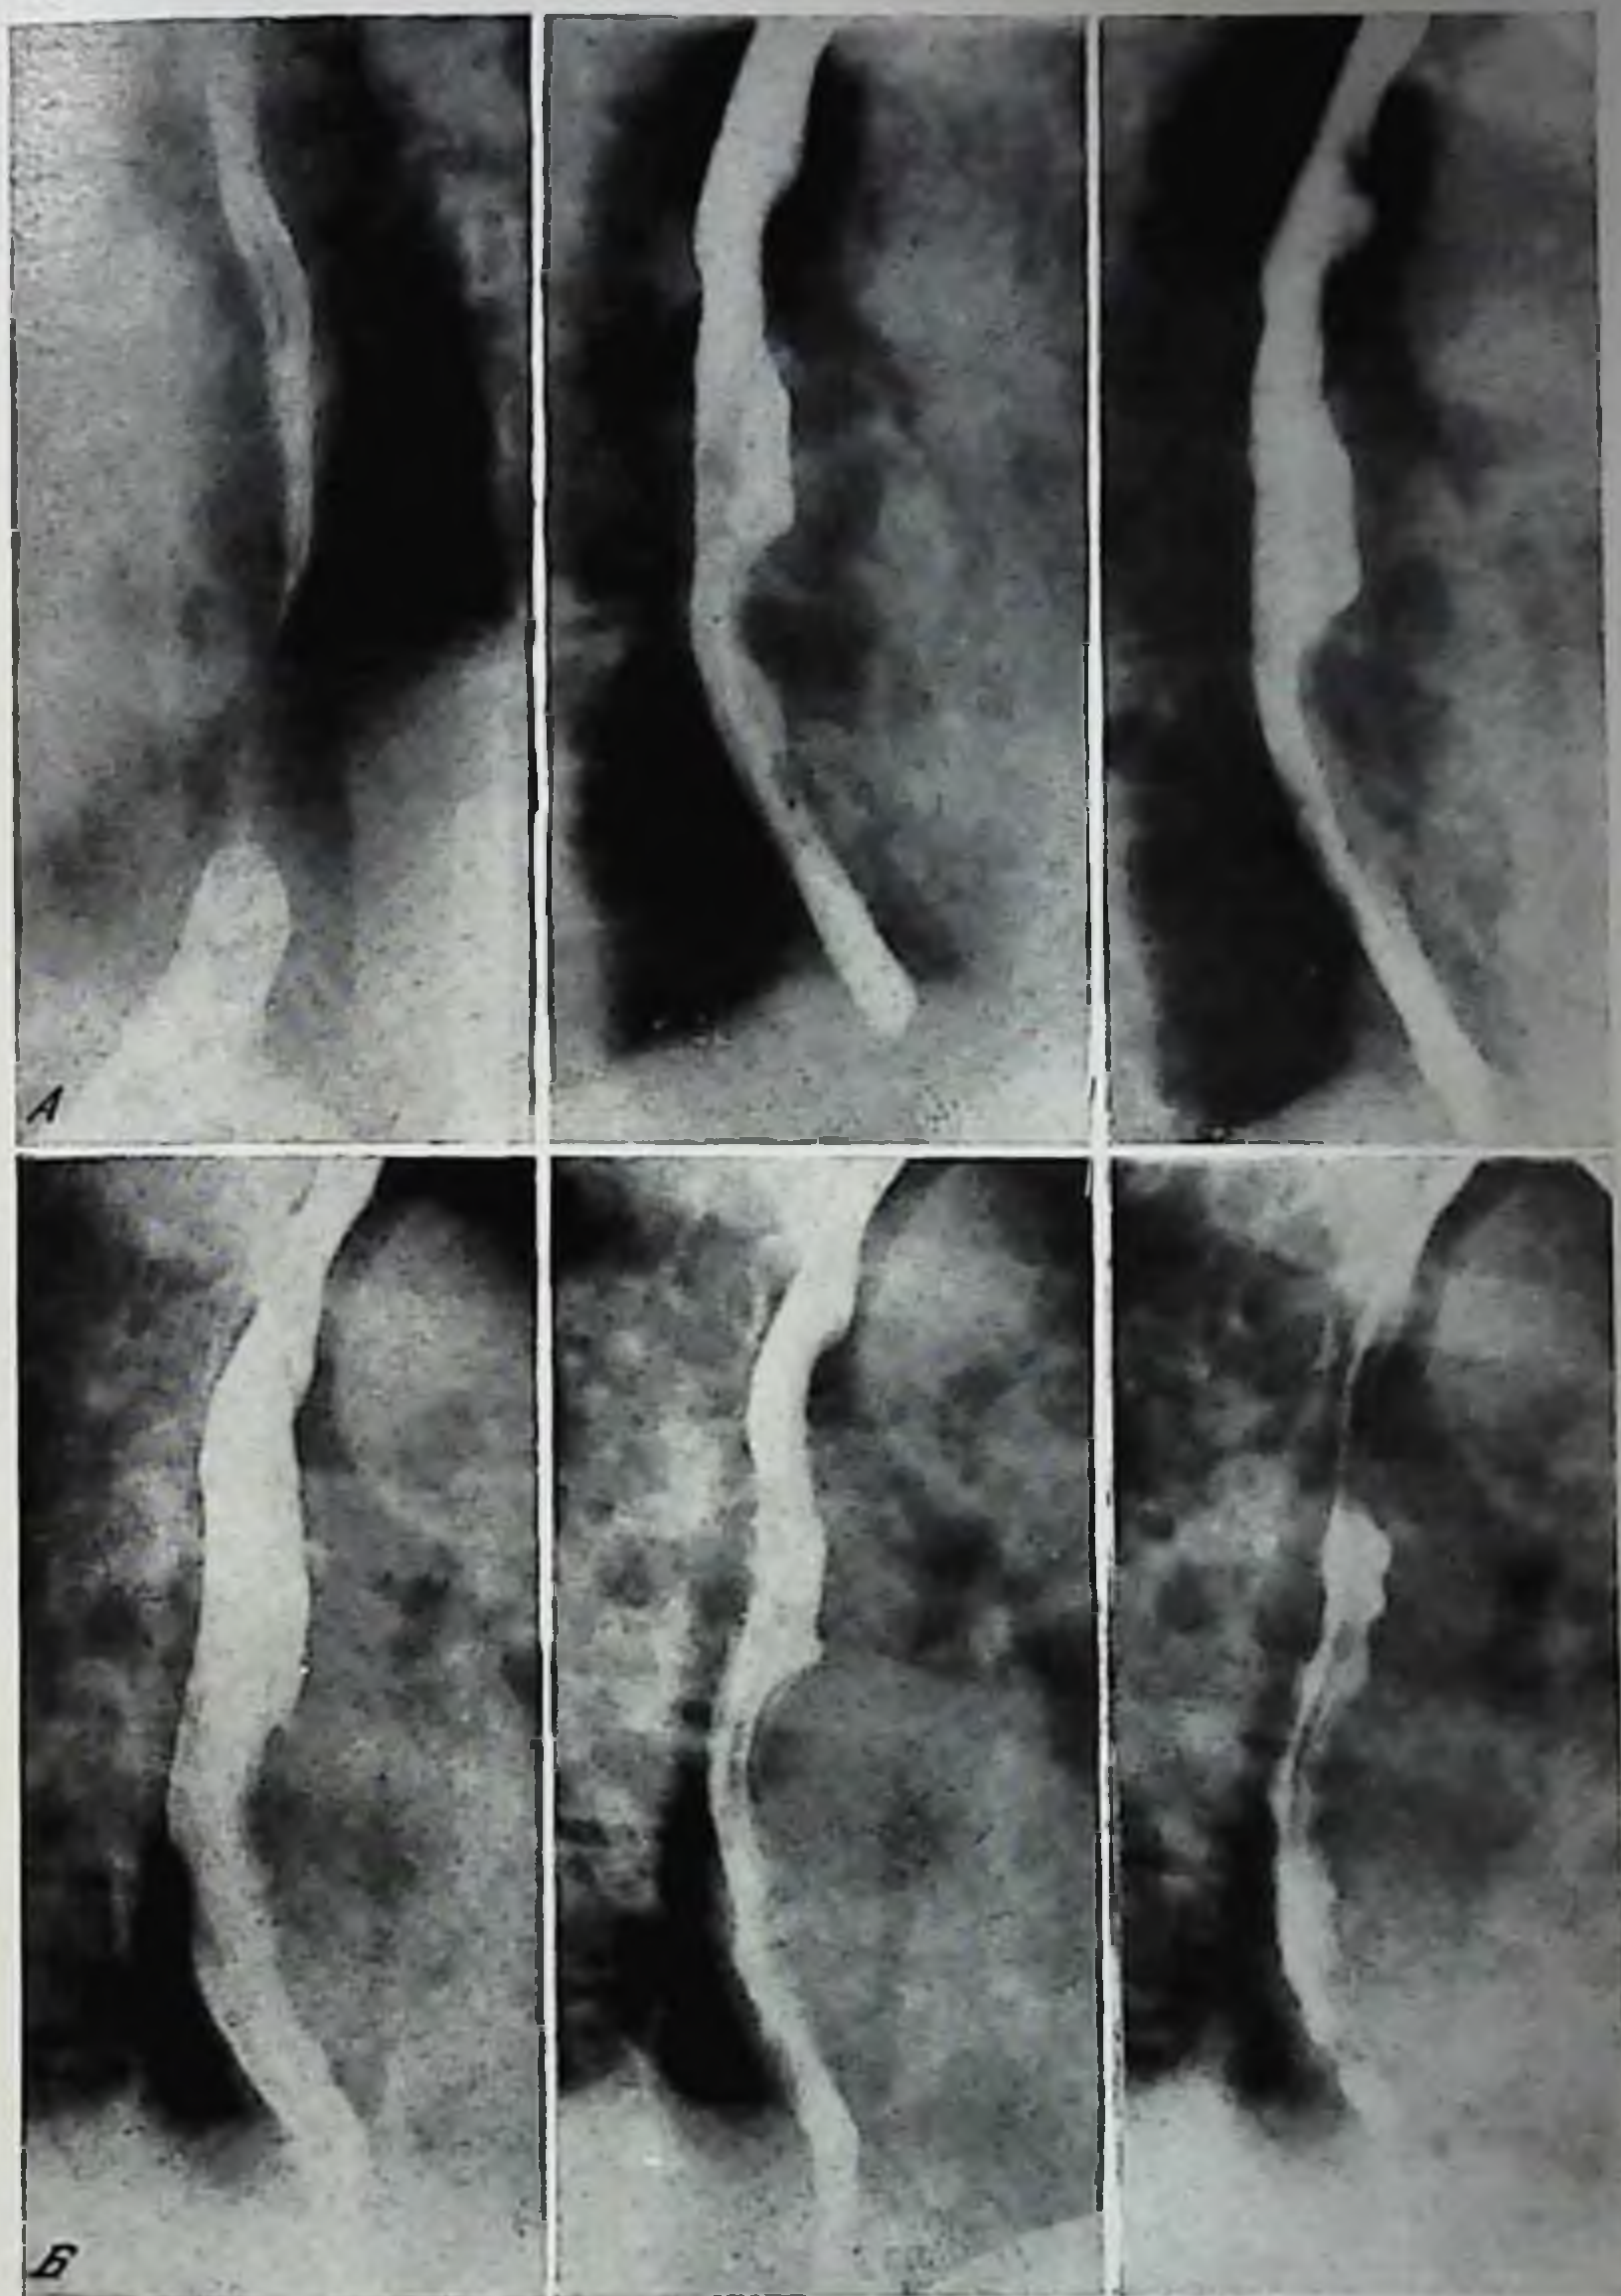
Рентгенограммы пищевода больного К.
